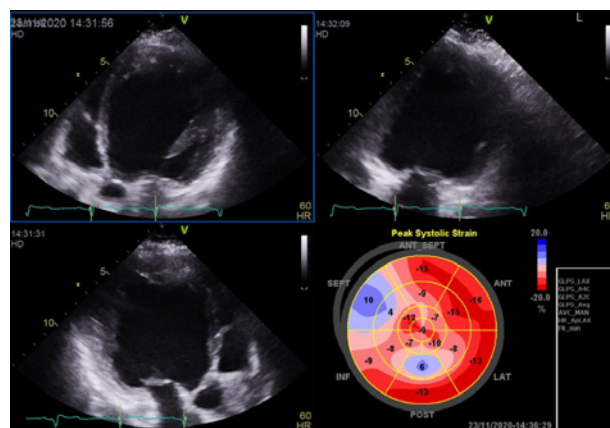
Ecocardiografia de control după implantarea defibrilatorului tricameral
